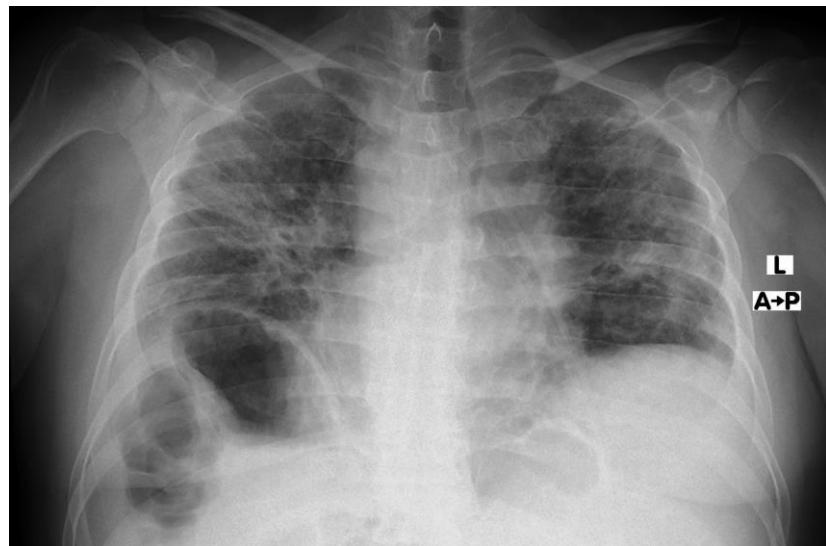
Radiografski nalaz pluća i srca 34 dana po prijemu u COVID jedinicu
